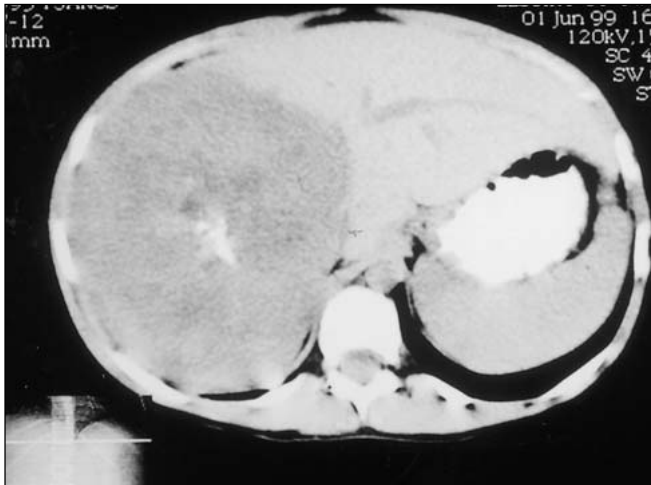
Tomografia computadorizada. Grande lesão expansiva no lobo direito do fígado, hipodensa, heterogênea, com calcificações grosseiras, de contornos lobulados e limites precisos.
